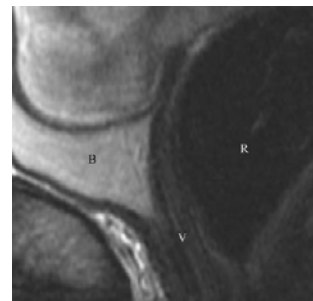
IRM Agenesia Uterina
